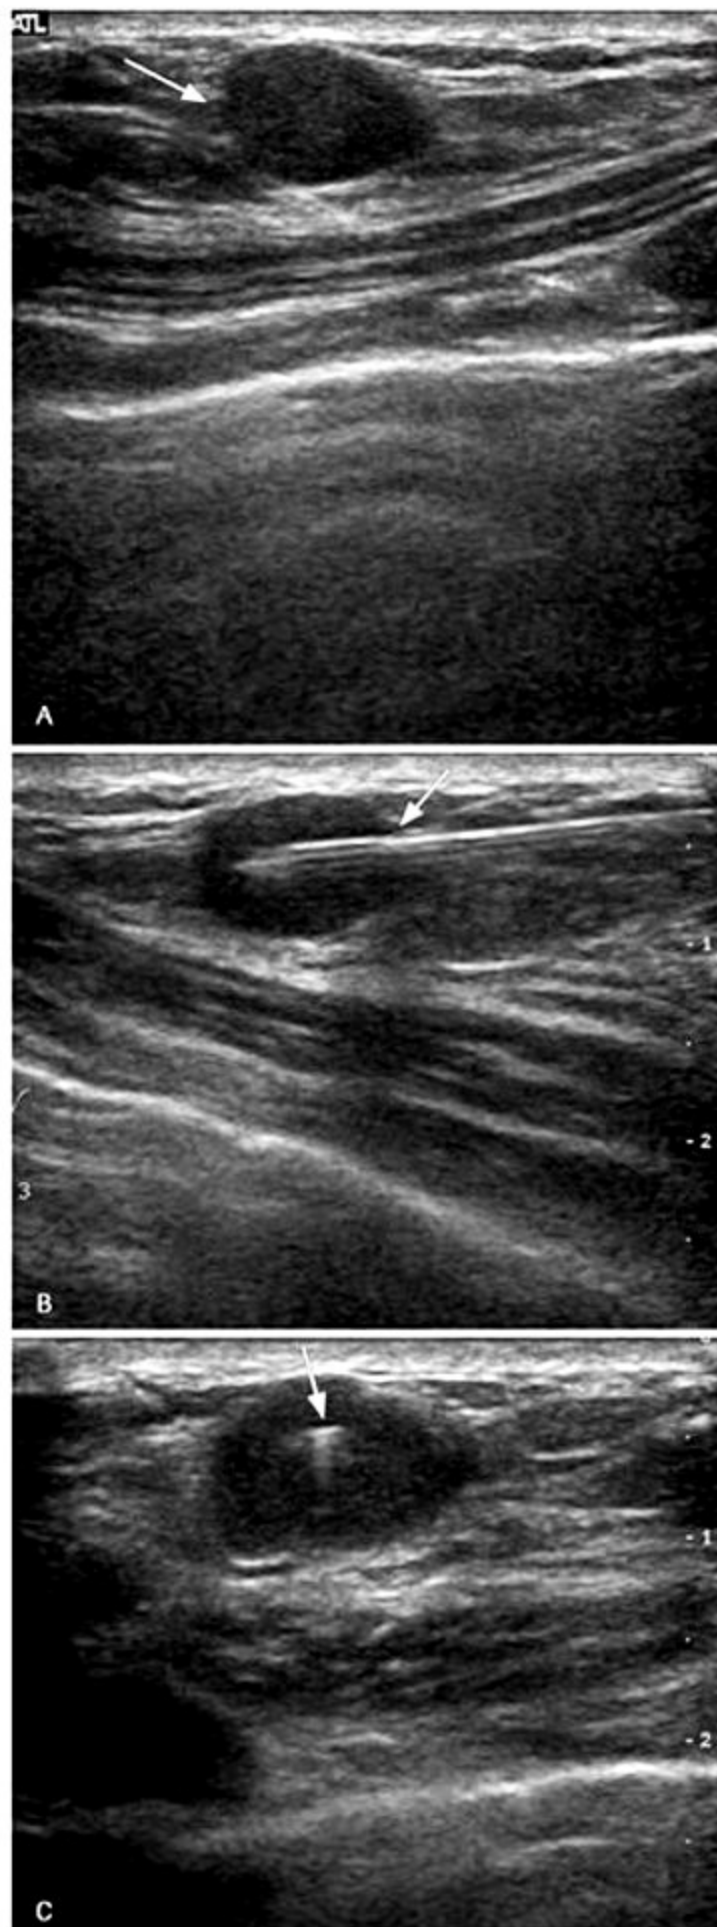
Mulher de 33 anos com nódulo palpável na mama esquerda. A ultrassonografia mostrou que se tratava de um nódulo sólido oval e circunscrito (A, seta). Foi realizada a punção aspirativa com agulha fina orientada pela ultrassonografia; observe a precisa colocação da agulha no interior do nódulo (B e C, setas). O estudo citológico foi negativo para células neoplásicas e sugestivo de fibroadenoma.
